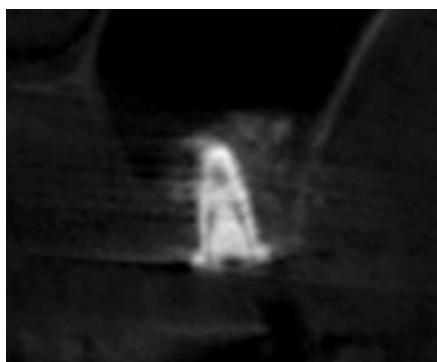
インプラント埋入時のCT像。骨補填材の漏れは認められない。
